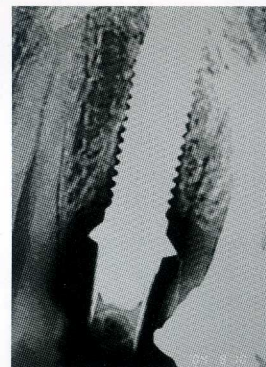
上部構造装着後のデンタルX線像（デジタル）。
